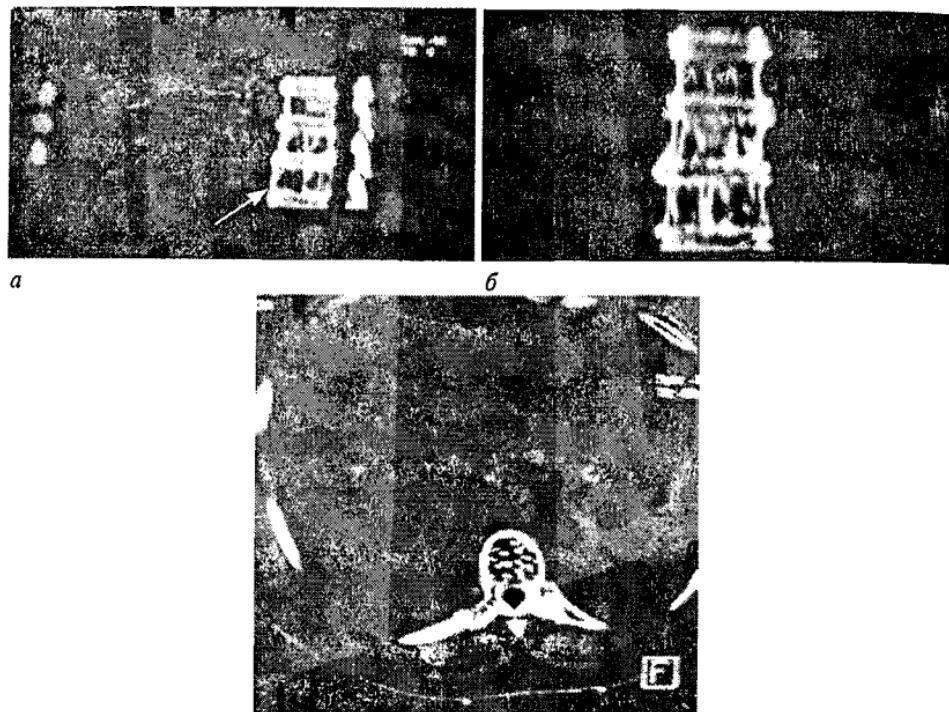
а, б) КТ-реконструкция больного с гемангиомой 7-го грудного позвонка; г) аксиальный срез, гемангиома заполняющая всю полость тела 7-го грудного позвонка (указано белыми стрелками, толстой белой стрелкой указана металлическая метка-расчетный ориентир).
